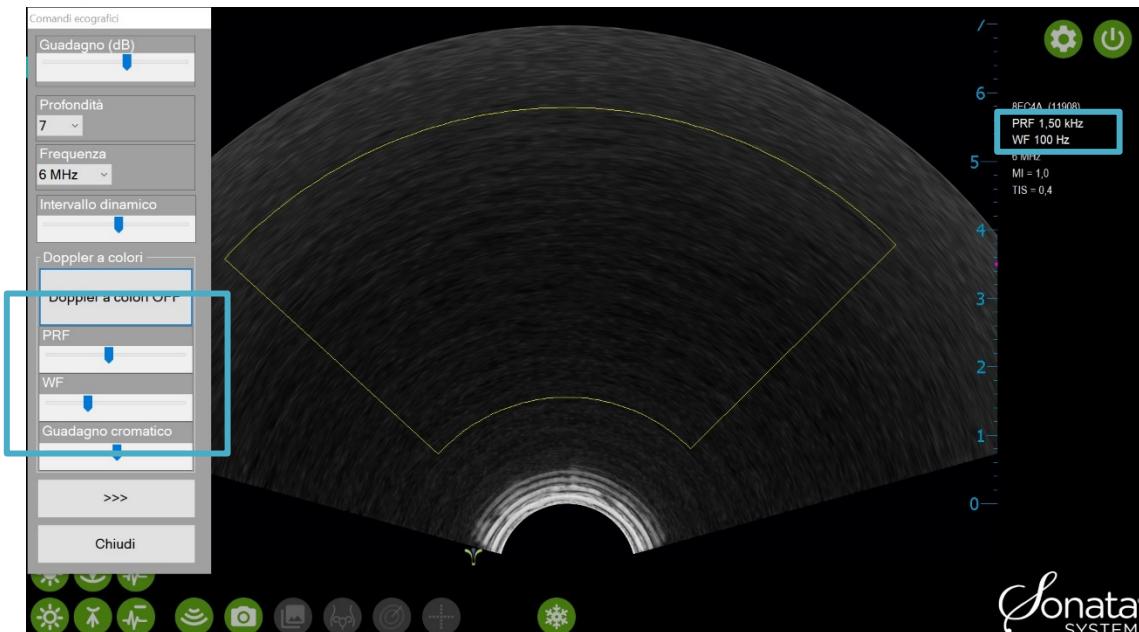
Comandi relativi al Doppler a colori
